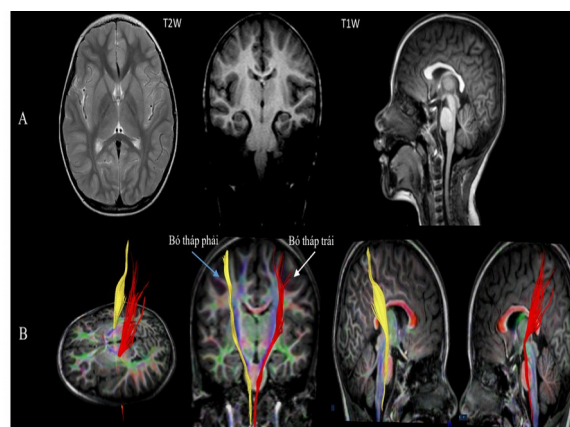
Hình ảnh MRI sọ não của trẻ trai 6 tuổi bại não thể liệt cứng tứ chi. Chức năng vận động thô GMFCS độ III. (A). Hình ảnh nhuyền não chất trắng quanh não thất bên (PVL) trên MRI sọ não thông thường. B. Hình ảnh DTI cho thấy bó tháp *phải (màu vàng) và bó tháp trái (màu đỏ) bị gián đoạn, giảm số lượng sợi. Các chỉ số DTI bó tháp từng bên: *FN = 50, FN = 0,344, FA = 0,372; *ADC = 0,915; ADC = 1,039
